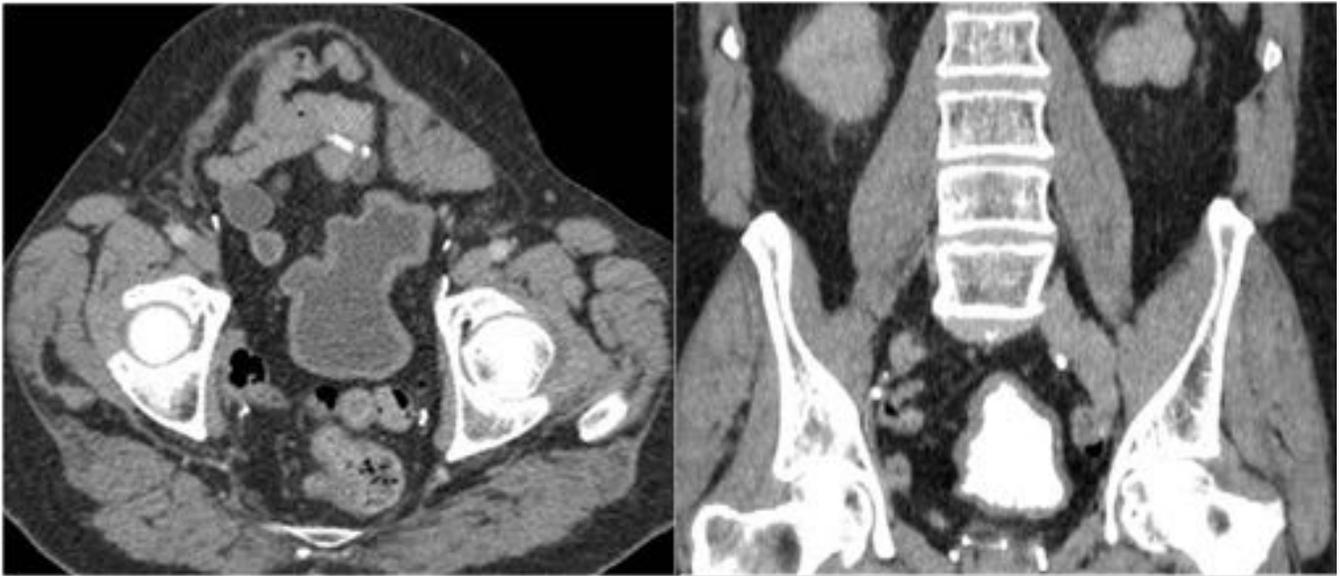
TC abdominal axial en fase venosa y coronal en fase excretora. Cistectomía radical y reconstrucción tipo Studer.
